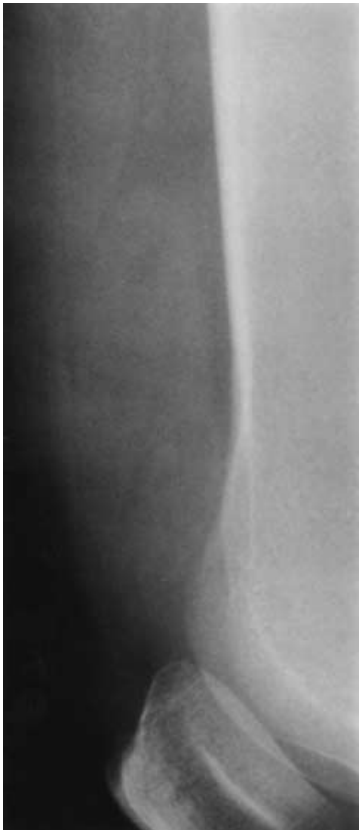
Фрагмент боковой рентгенограммы коленного сустава, на котором видна малоконтрастная масса, заполняющая надколенниковый заворот.
